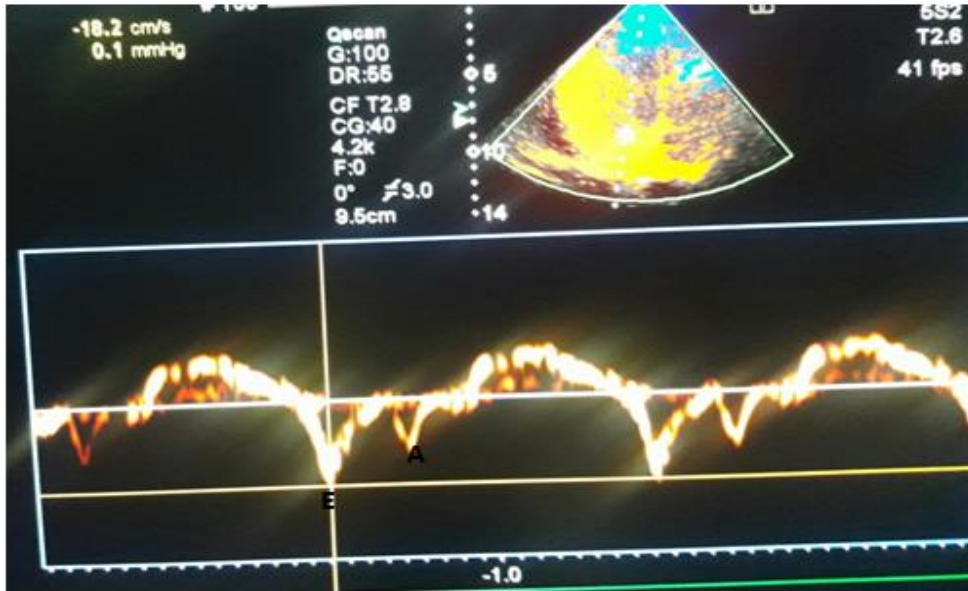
Renkli Doku Doppler Ekokardiyografi örneği
